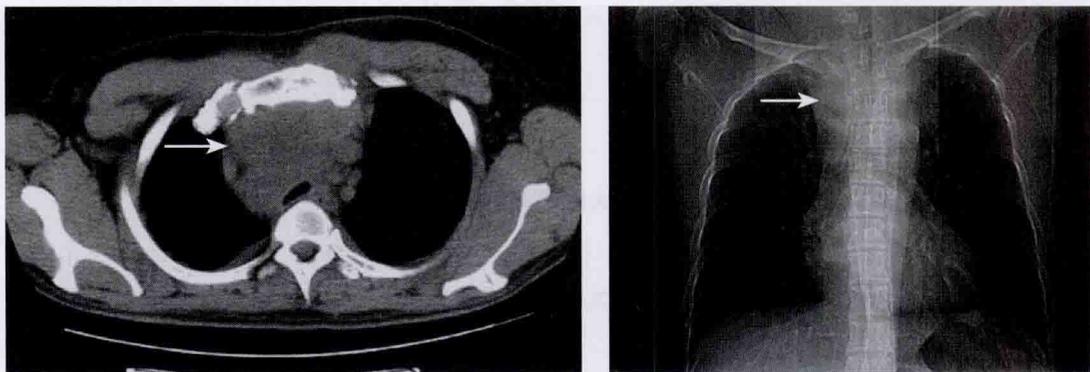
纵隔霍奇金淋巴瘤 CT 平扫和胸片表现
